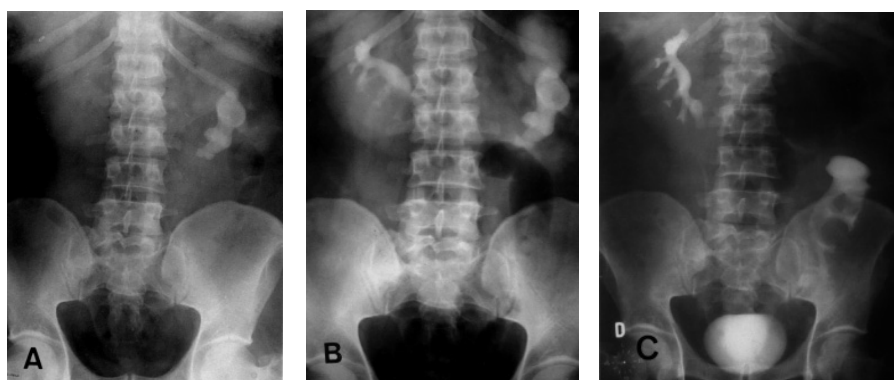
(Ob. 2). A, Radiografía simple litiasis coraliforme recurrente en riñón en herradura. B, Notable déficit funcional del hemirriñón izquierdo con UIV preoperatoria. C, UIV postoperatoria. Extracción completa del cálculo y autotrasplante. Recuperación funcional del riñón.
